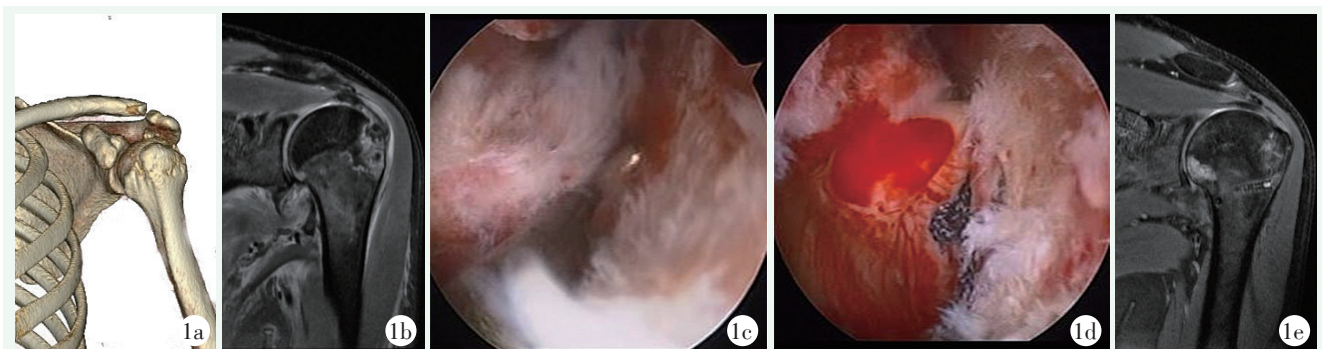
患者男性, 34 岁。1a: 术前 CT 三维重建显示肱骨大结节撕脱性骨折; 1b: 术前 MRI T2 序列图像见盂肱下韧带后束肱骨止点撕裂; 1c: 镜下见盂肱下韧带后束损伤; 1d: 盂肱下韧带后束带线锚钉缝合术后镜下所见, 盂肱下韧带后束张力佳; 1e: 末次随访核磁 T2 序列图像, 可见盂肱下韧带愈合良好。
